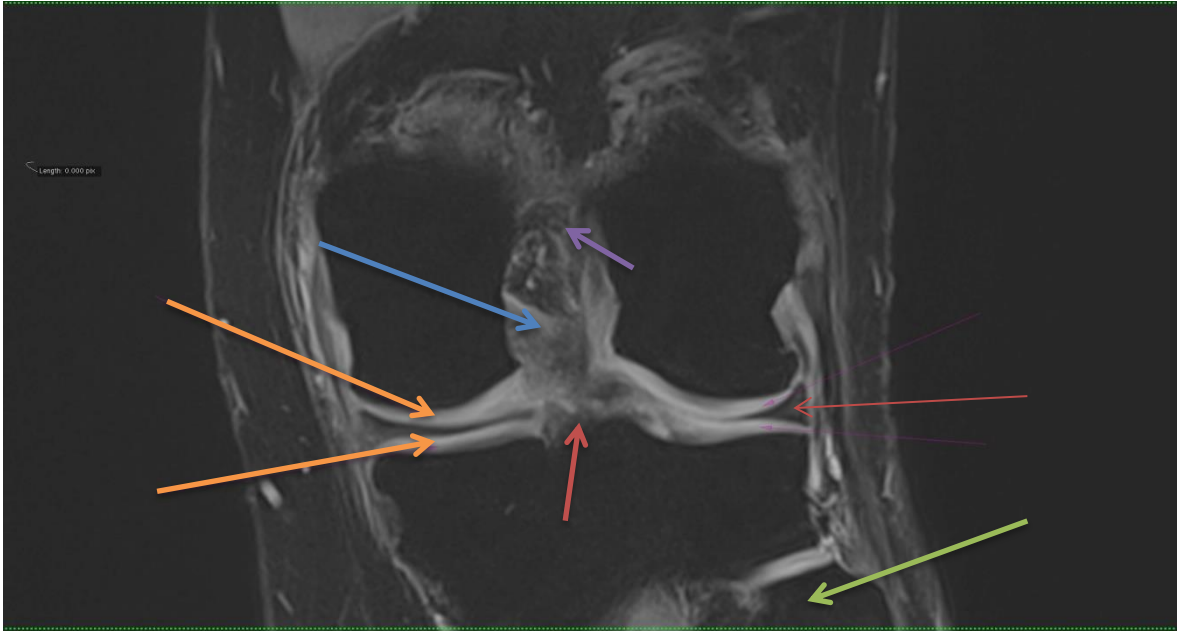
Imagine RMN în secțiune coronală PDFs.
